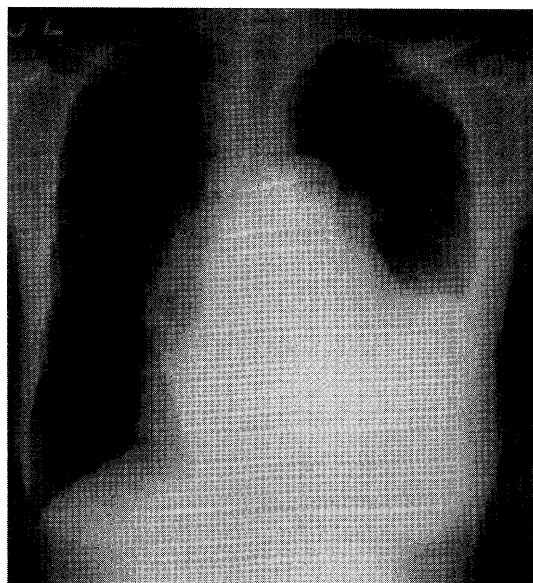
Chest radiograph on admission showing left pleural effusion and cardiomegaly.
